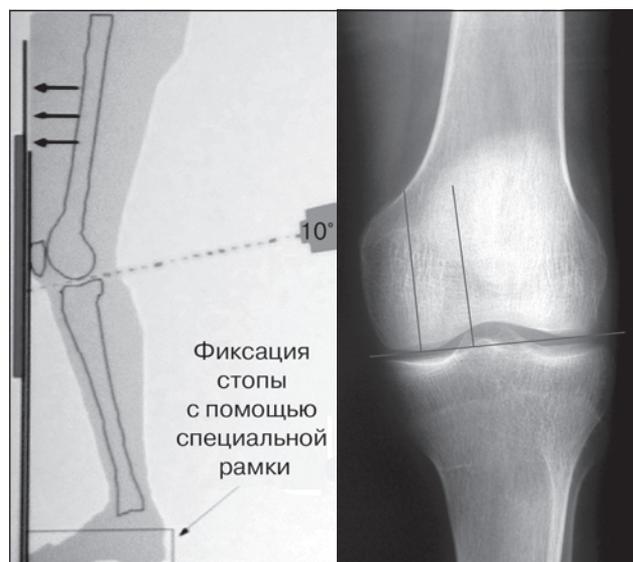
Проведение рентгенографии коленных суставов и оценка показателя JSW
